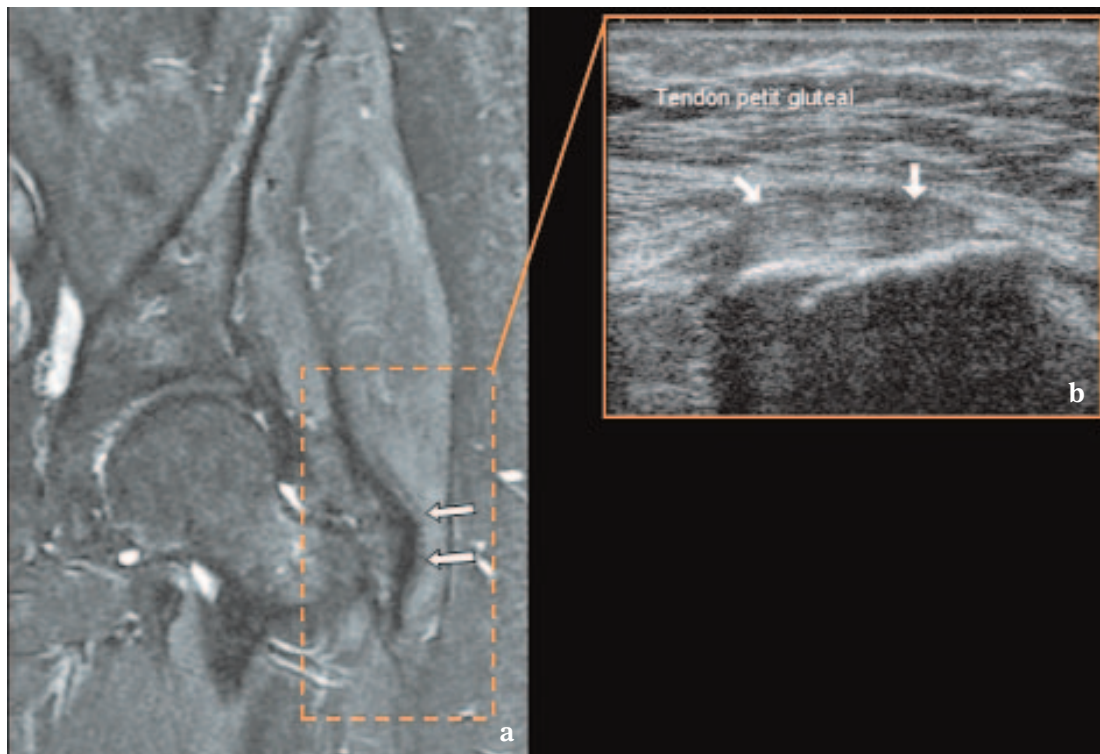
Tendinopathie du tendon petit glutéal en IRM (a) et en échographie (b) : le tendon est épaissi mais a gardé son aspect fibrillaire.
